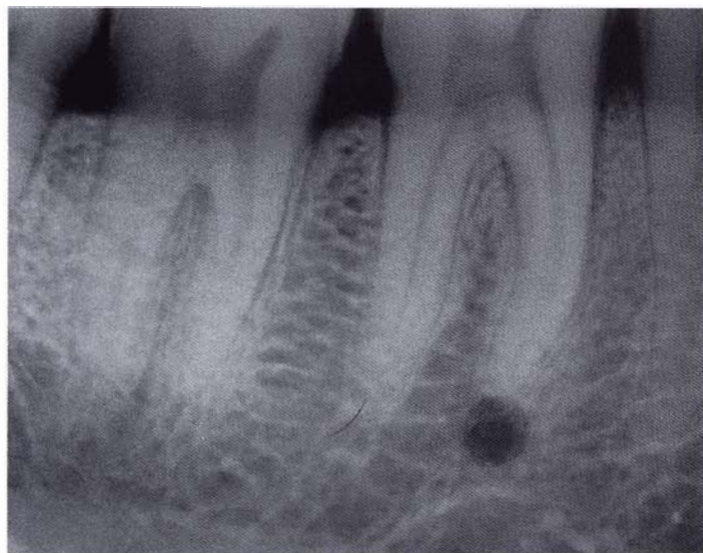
Radiografia lesione.
